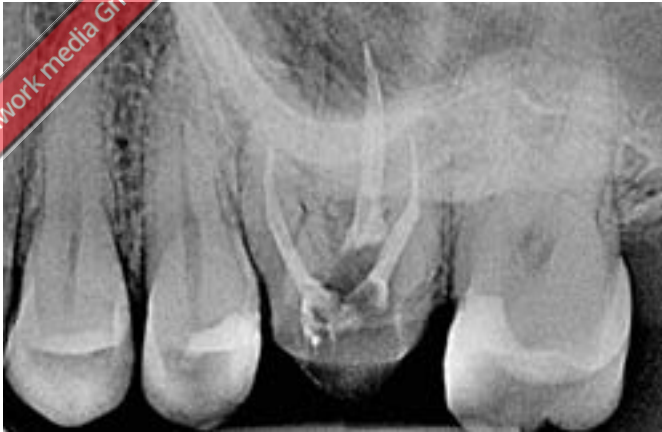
Röntgenologische Ausgangssituation mit Durchdringung des Ant- rums durch die Wurzelspitzen von Zahn 26
